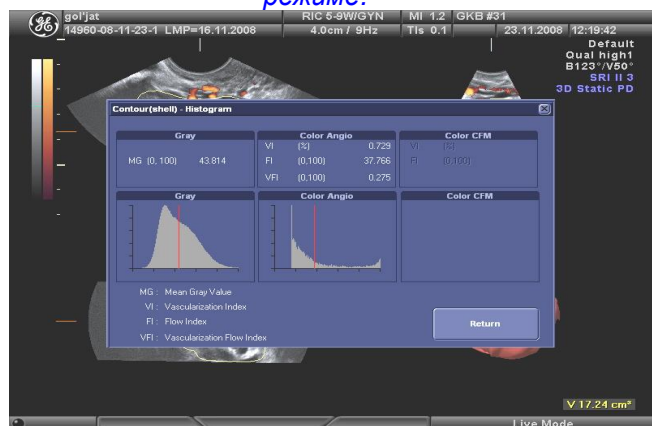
3D-УЗИ. После выполнения расчетов в программе визуализации VOCAL™ (Virtual Organ Computer-aided AnaLysis) на экран выведена автоматически рассчитанная гистограмма трехмерного изображения (Color Angio).
